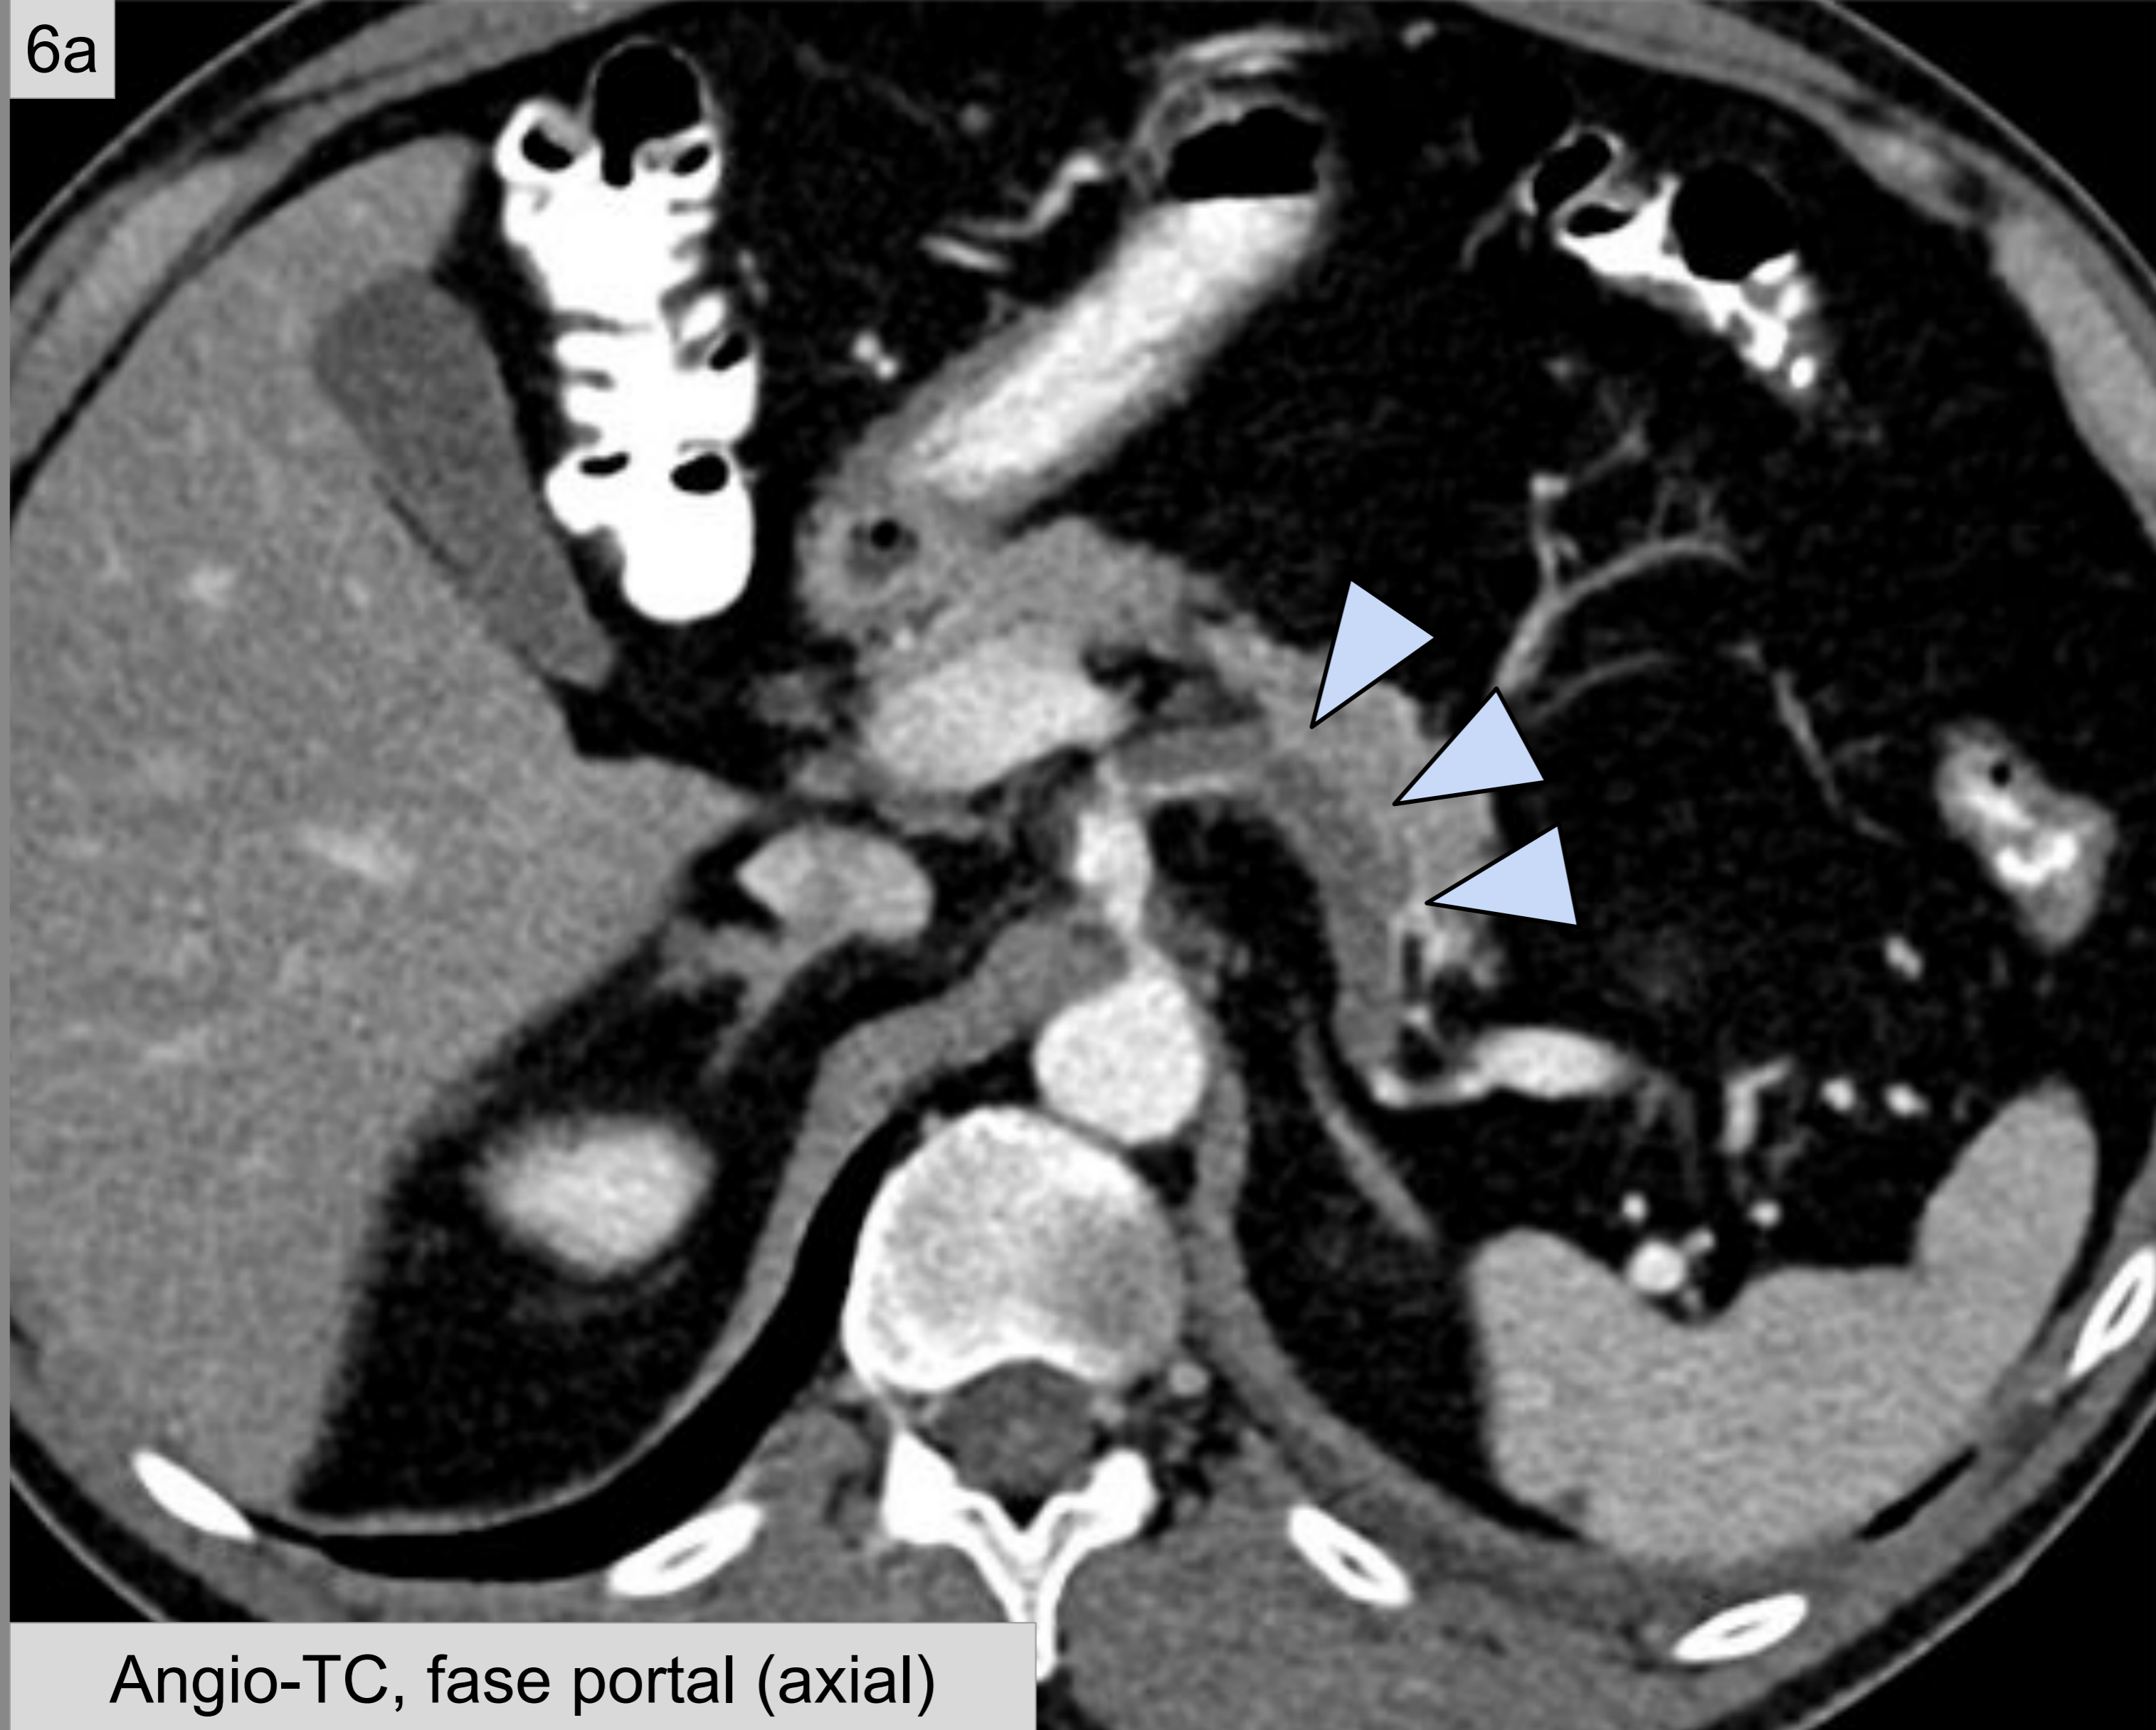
El corte axial de TC con contraste (1 mm de espesor) muestra un trombo que afecta a todos los segmentos de la arteria esplénica (6a y d, *puntas de flecha*), con áreas de infarto esplénico subcapsular (6b, *flechas vacías*). También se observa engrosamiento de la pared yeyunal sugestivo de yeyunitis (6c, *flecha coloreada*) y adenopatías mesentéricas (6c, *flechas finas*).
